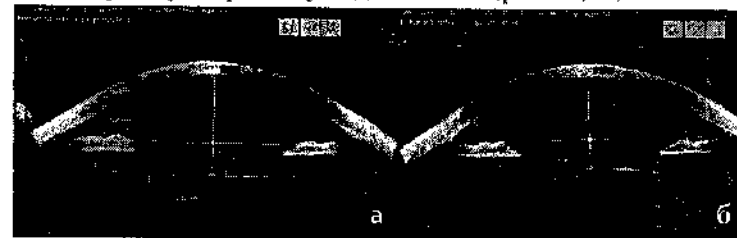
Оптична когерентна томографія переднього відрізка ока пацієнта С. з діаметральною фіксацією капсульного мішка: а - меридіан підшивання ПФК; б - меридіан нахилу ІОЛ (кут нахилу становить 2,6 град.).
